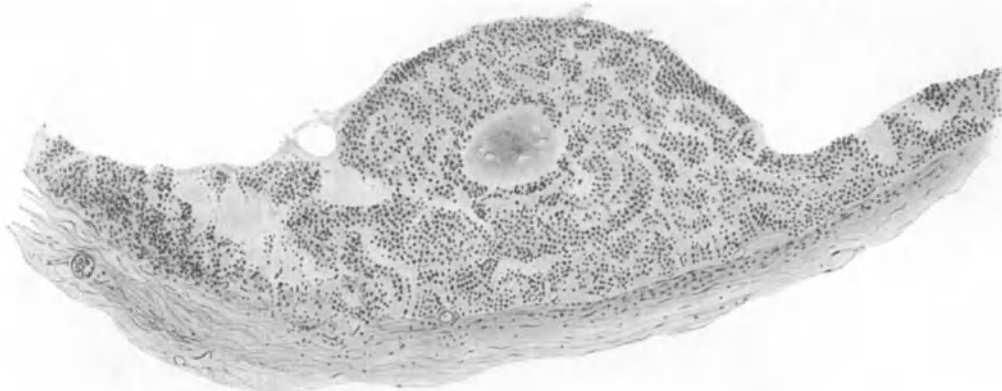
Graafscher Follikel (Mensch) in Degeneration. (Aus Reifferscheid, Z. Röntgenkde 12.)
